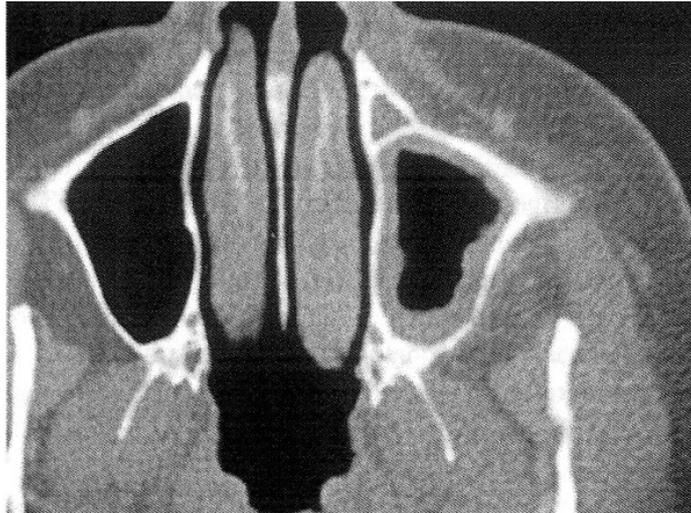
reconstruction TDM mettant en évidence la finesse de la membrane de Schneider au niveau du sinus gauche.
